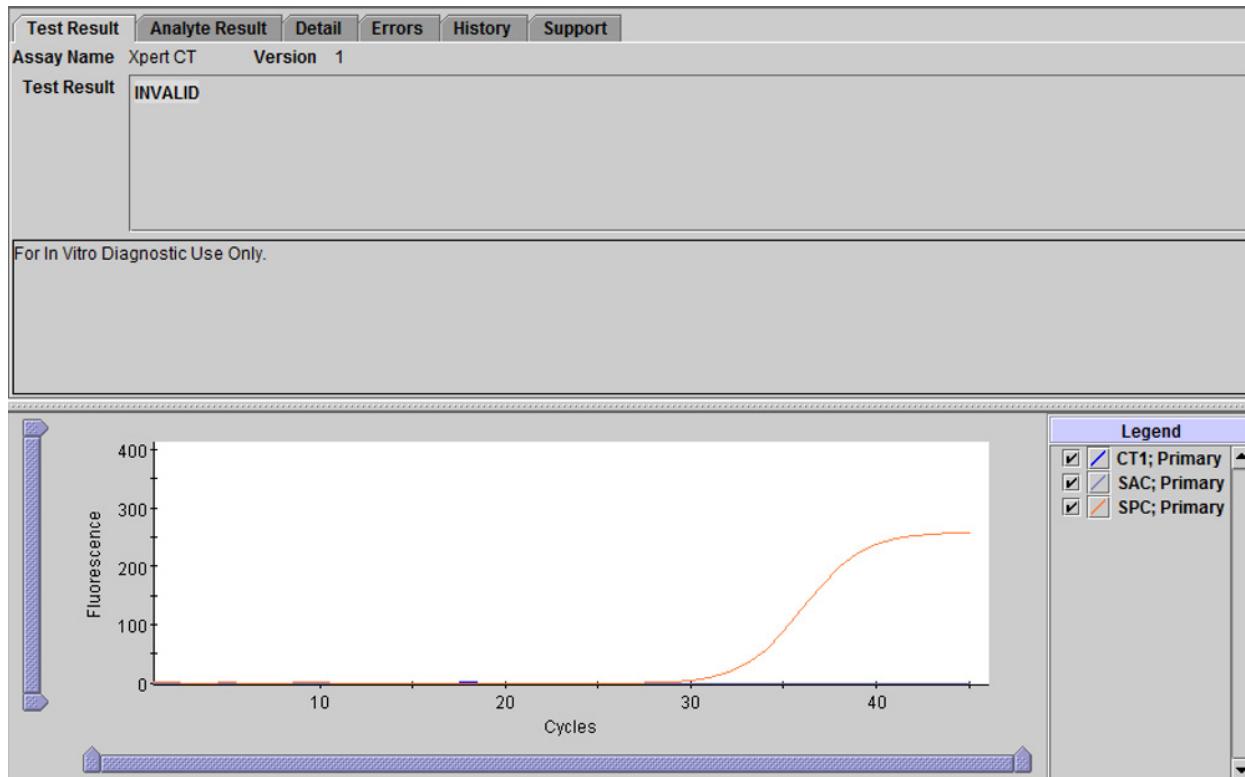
Xpert CT_NG – Ogiltigt resultat
